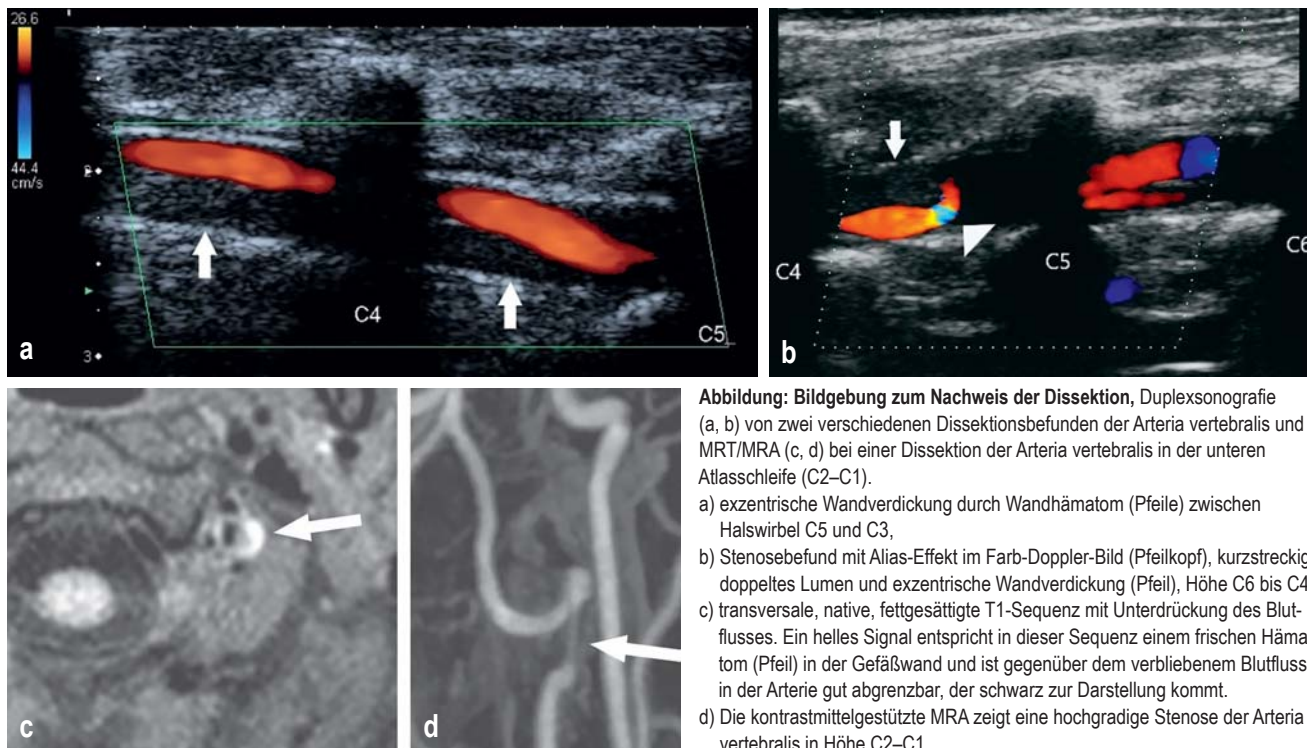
Bildgebung zum Nachweis der Dissektion, Duplexsonografie (a, b) von zwei verschiedenen Dissektionsbefunden der Arteria vertebralis und MRT/MRA (c, d) bei einer Dissektion der Arteria vertebralis in der unteren Atlasschleife (C2–C1).
